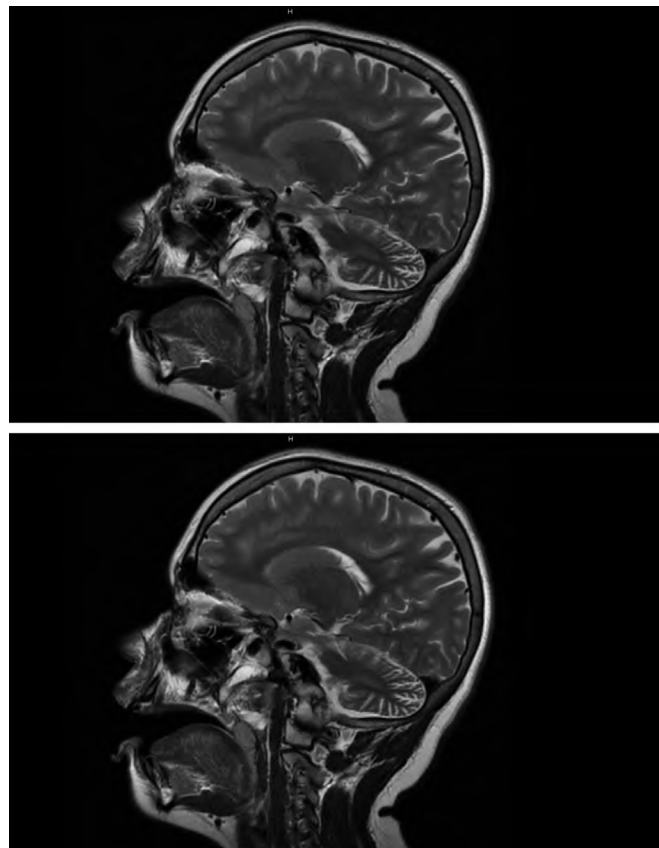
МРТ головного мозга пациентки, 11 лет, T2-взвешенное изображение, сагиттальный срез: МР-картина атрофических изменений гемисфер мозжечка; изменённого МР-сигнала в затылочной кости (в области синусного стока), вероятно гемангиома.
